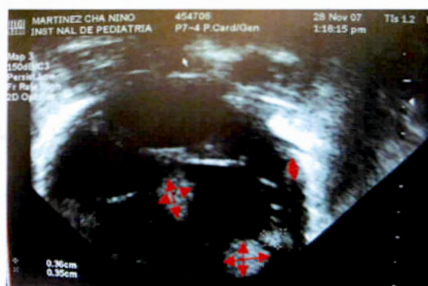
Ecocardiograma realizado al ingreso donde muestra múltiples rabdomiomas en ventriculo izquierdo.
